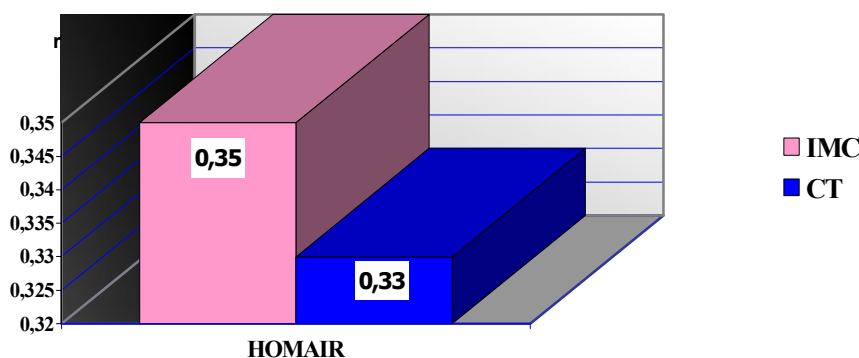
Particularități corelative al indicelui  $HOMA_{IR}$  pentru IMC și CT la pacienți cu HTA și obezitate
